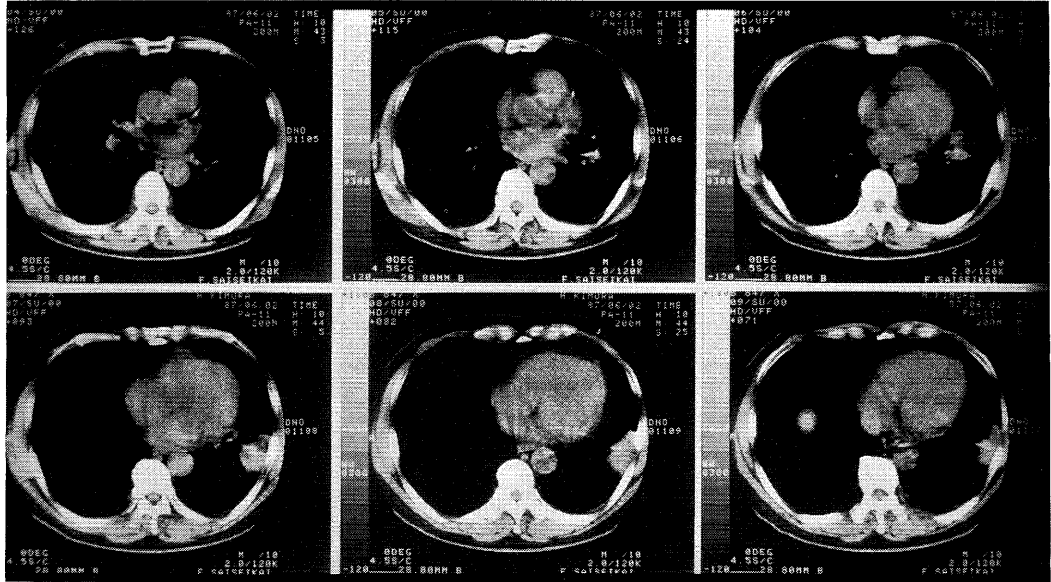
Chest CT with contrast enhancement. Nodular mass was found in the left lower lobe. Fat plane disappearance suspects of chest wall invasion. Hilar lymphnodes swelling is equivocal.
